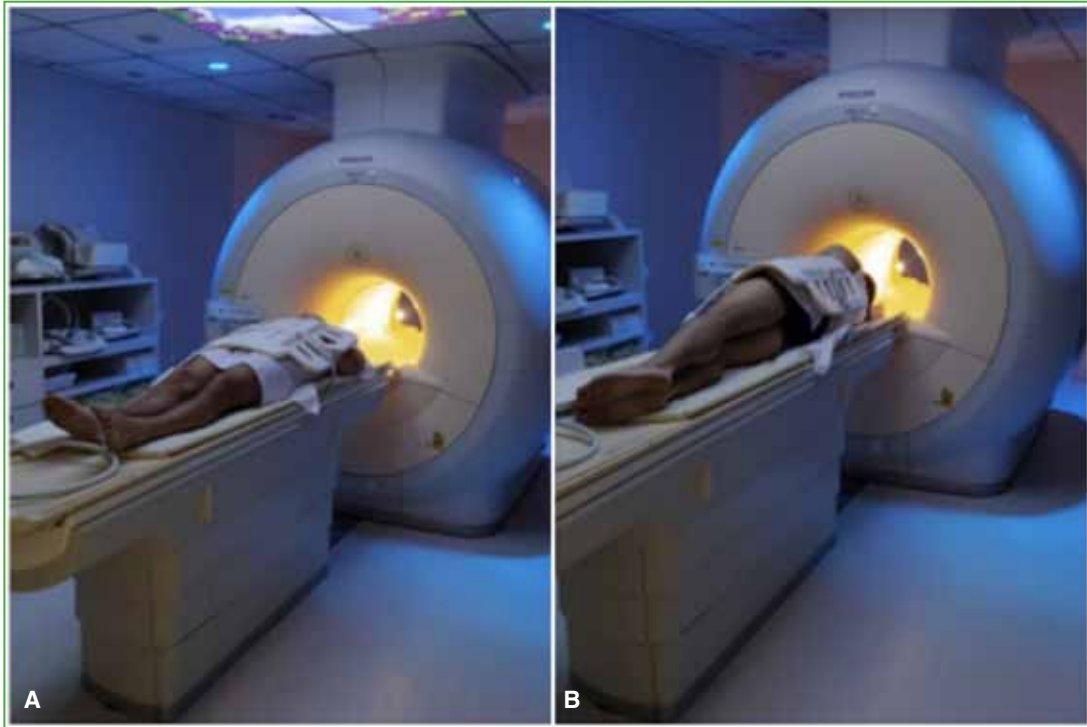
Resonancia magnética. A. Paciente en decúbito supino. B. Paciente en decúbito lateral derecho.
